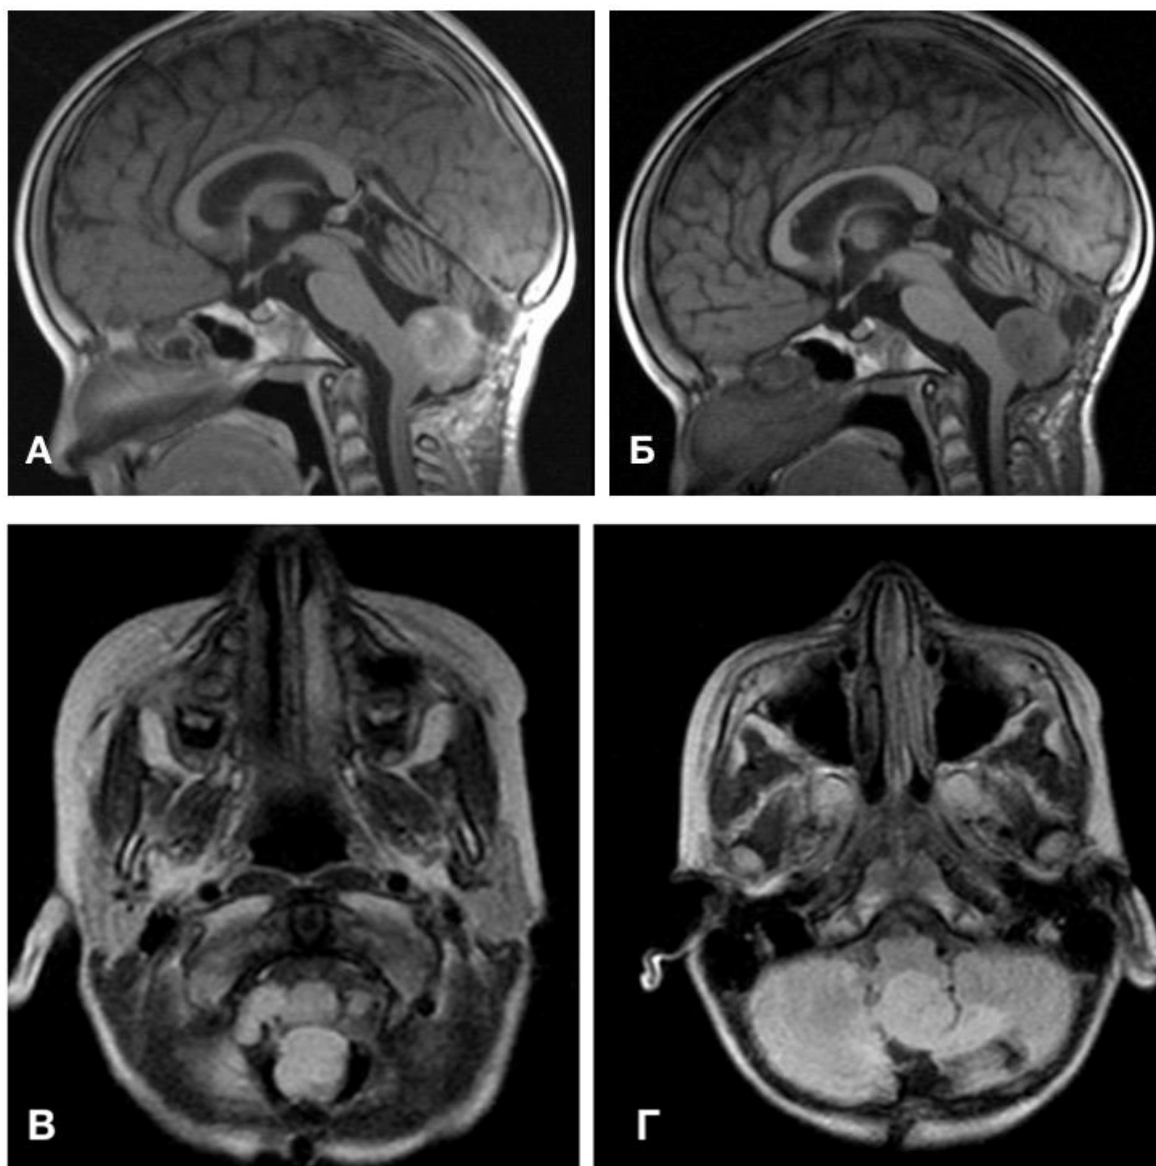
Данные дооперационной МРТ головного мозга пациента Б.
